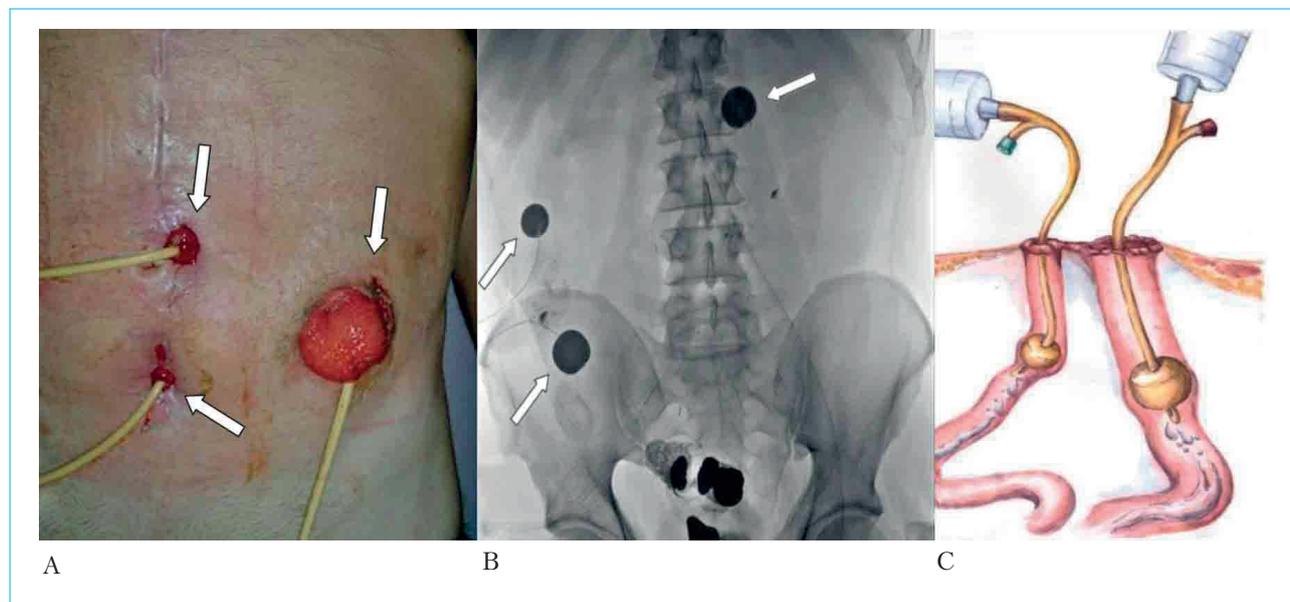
X-ray examination technique: A – abdominal wall appearance; Foley catheters inserted into all intestinal fistulas; B – X-ray image: cuffs filled with contrast; C – intestine contrast scheme
